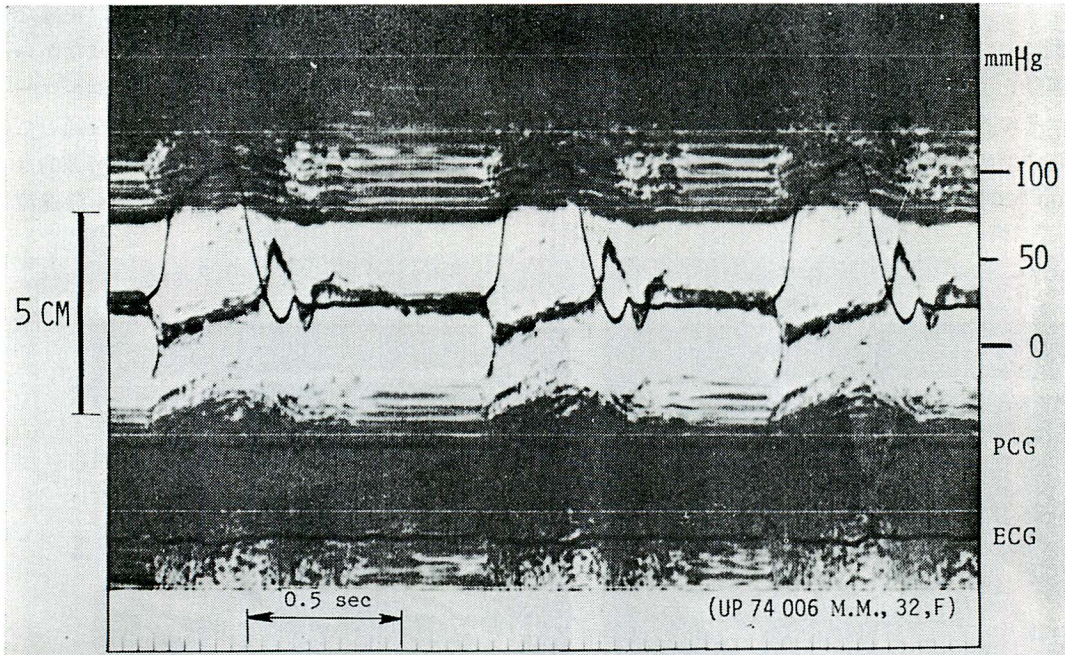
A simultaneous recording of echocardiogram and left ventricular pressure (obtained by a water-filled catheter)(M. M., a 32-year-old female, constrictive pericarditis)
